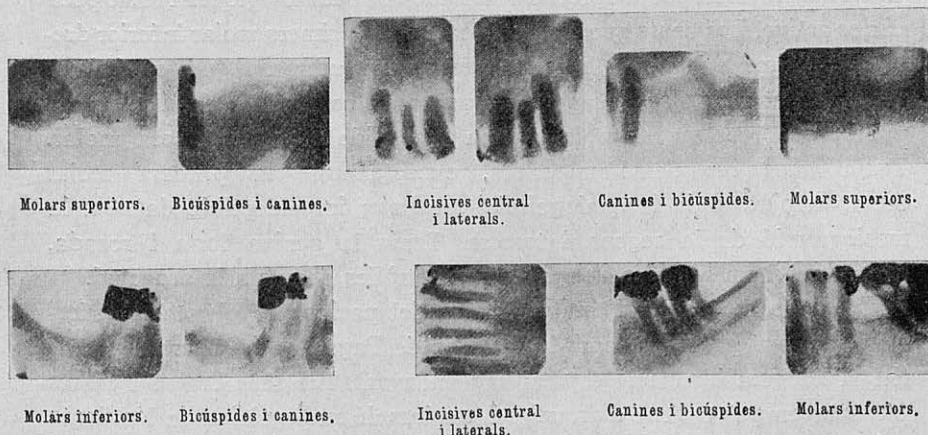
Radiografies intrabucals obtingudes dos anys després d'extreure'n d'ambdós costats les dents superiors distals envers les canines. L'os nou presenta encara signes de rarefacció i d'ossificació. Els maxil·lars superiors apareixen boirosos i porosos, amb signes de condensació escampats. Hom no hi veu trabècules normals. El maxil·lar inferior i les seves dents són normals, exceptuant-ne l'àrea radiolúcida en l'apex de la segona bicúspide inferior.
